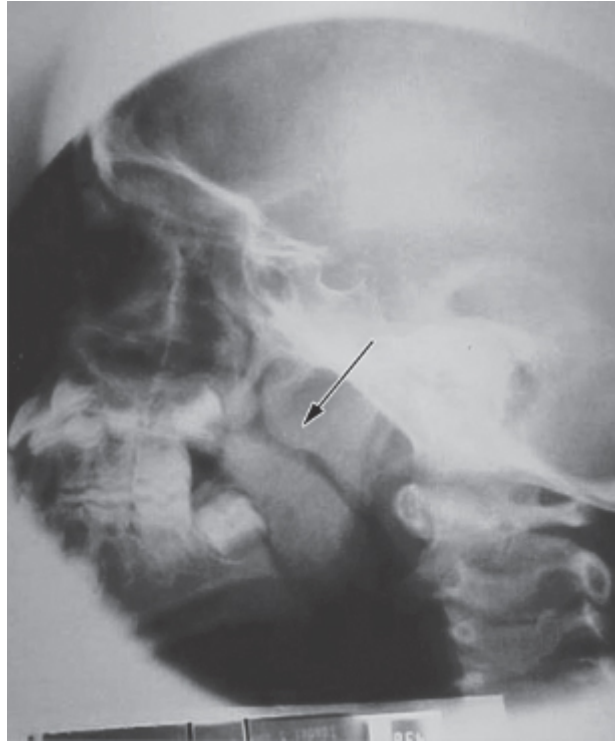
Visão de hiperplasia de adenoides pela radiografia do *cavum*.
